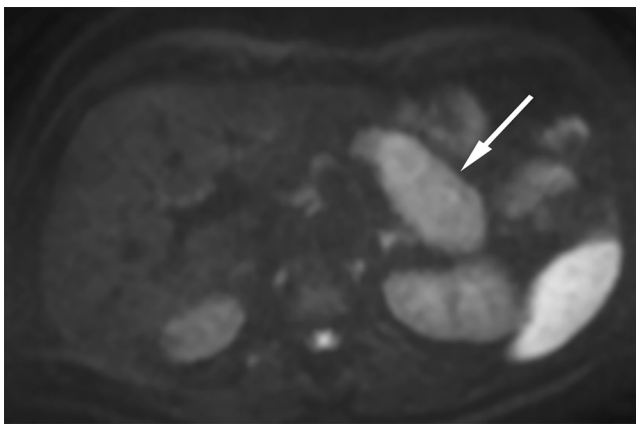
La imagen ponderada por difusión en plano axial con valor b alto ($b = 1000$) muestra restricción del coeficiente de difusión del parénquima del cuerpo-cola del páncreas, que aparece hiperintenso en la imagen DWI (flecha).
